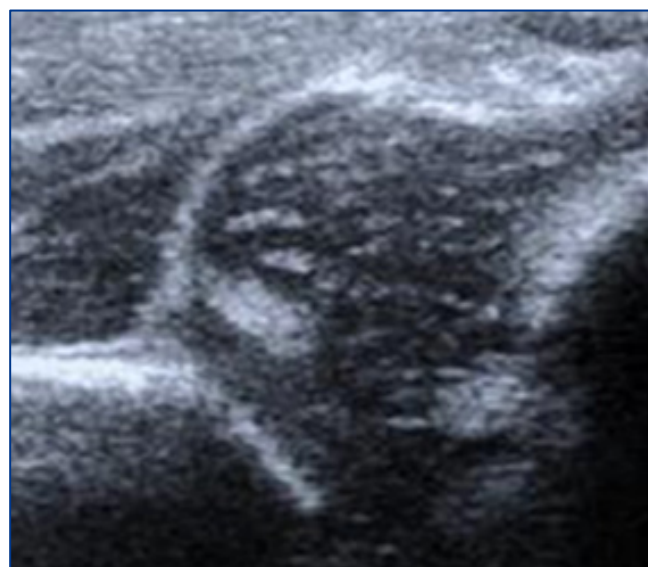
Otras pruebas de imagen. Ecografía de cadera para medición en DCC.
